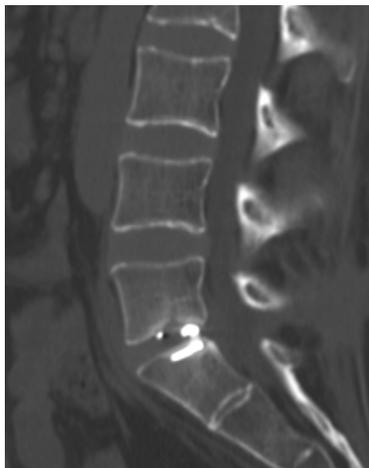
Пациент О. МСКТ сканы через 6 мес.: а (слева) – сагиттальная плоскость, б (справа) – аксиальная плоскость.
